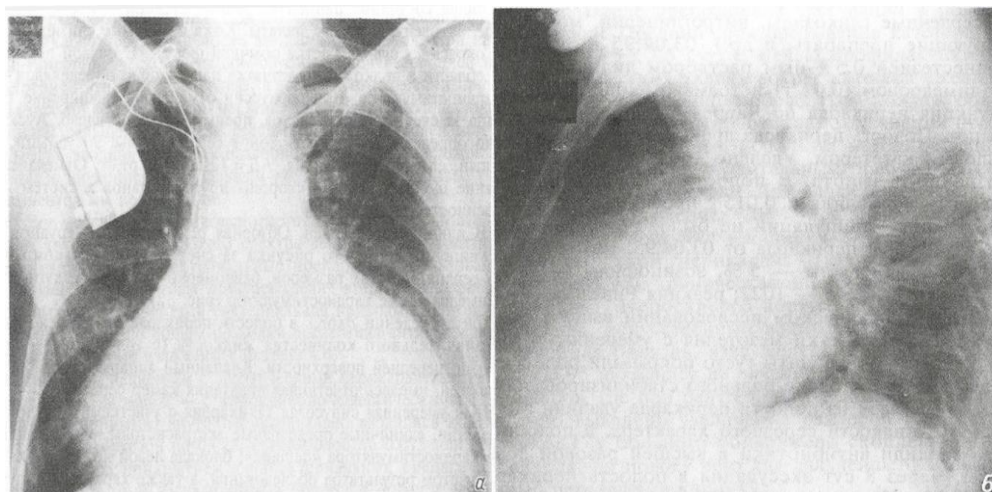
Рентгенограммы грудной клетки больного Б., 58 лет. а — прямая, б — боковая проекции.
